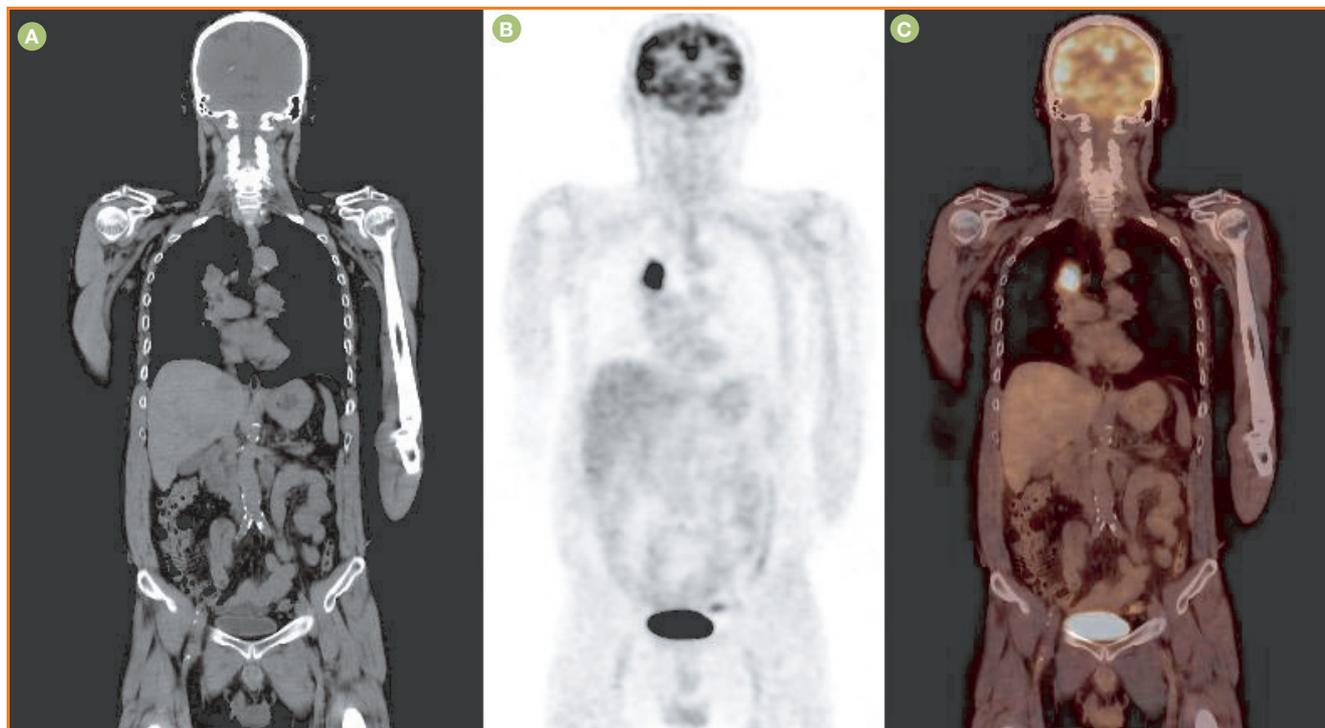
TEP/TDM au  $^{18}\text{F}$ -FDG montrant un cancer du poumon droit. Images en coupes frontales : tomodensitométrie (A), scintigraphie (B) et fusion (C).
